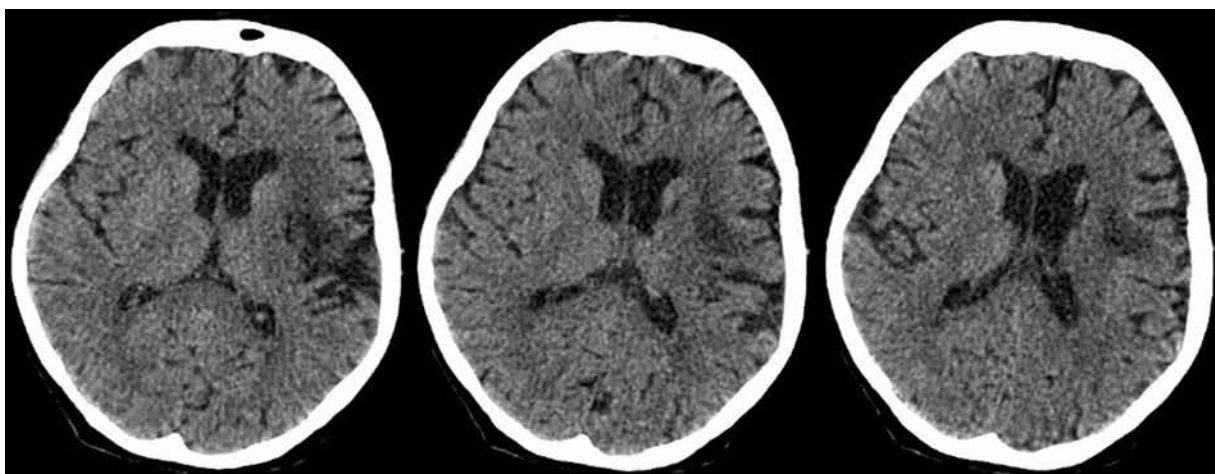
МРТ головного мозга больного с акустико-мнестической афазией. Картина внутримозгового кровоизлияния в левой гемисфере большого мозга (в переднебазальных отделах левой височной области и латеральных отделах подкорковых ядер)
